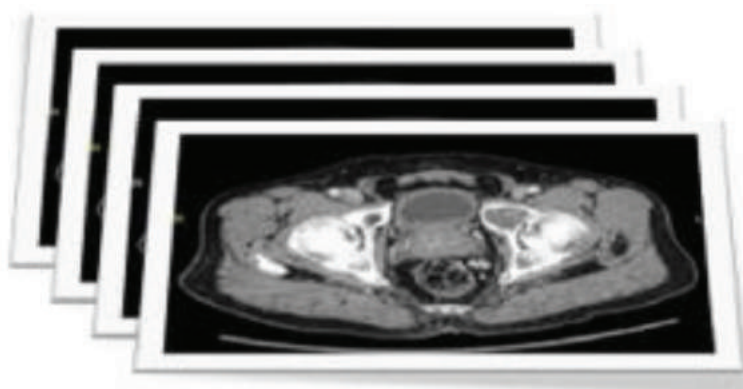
The set of diagnostic CT-images.*
